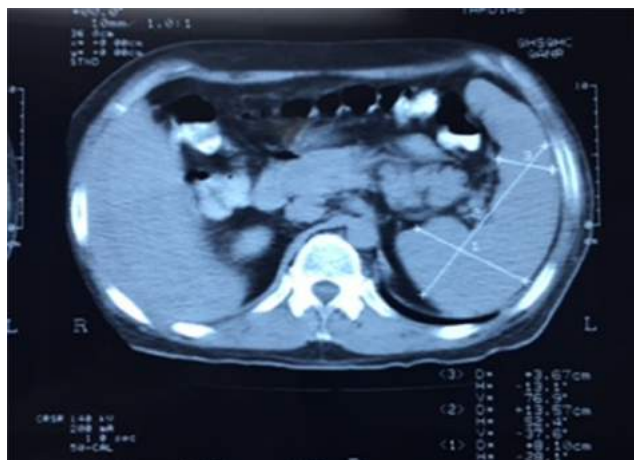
Tomografía computarizada de abdomen. Esplenomegalia.
